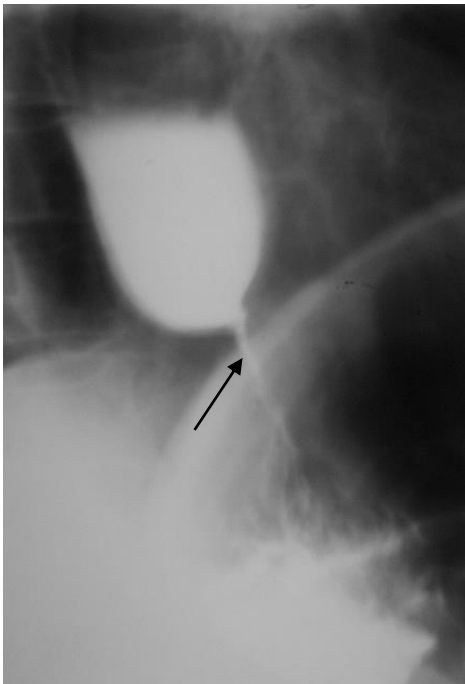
Прицельная рентгенограмма нижнегрудного и брюшного отделов пищевода (тугое контрастирование). Отмечается симметричное конусообразное сужение брюшного отдела пищевода (стрелка) с симметричными гладкими контурами, супрастенотическое расширение. Ахалазия пищевода
